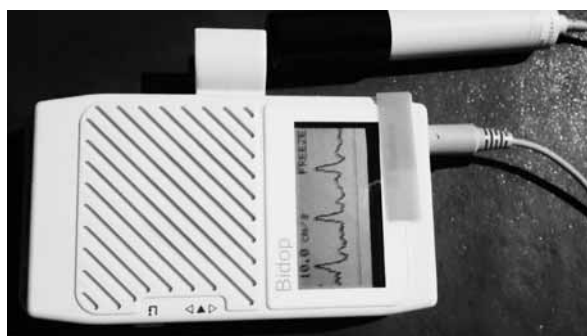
Απαραίτητα εργαλεία για τον προσδιορισμό του ΣΒΔ είναι το Doppler ροής και το απλό πιεσόμετρο.
